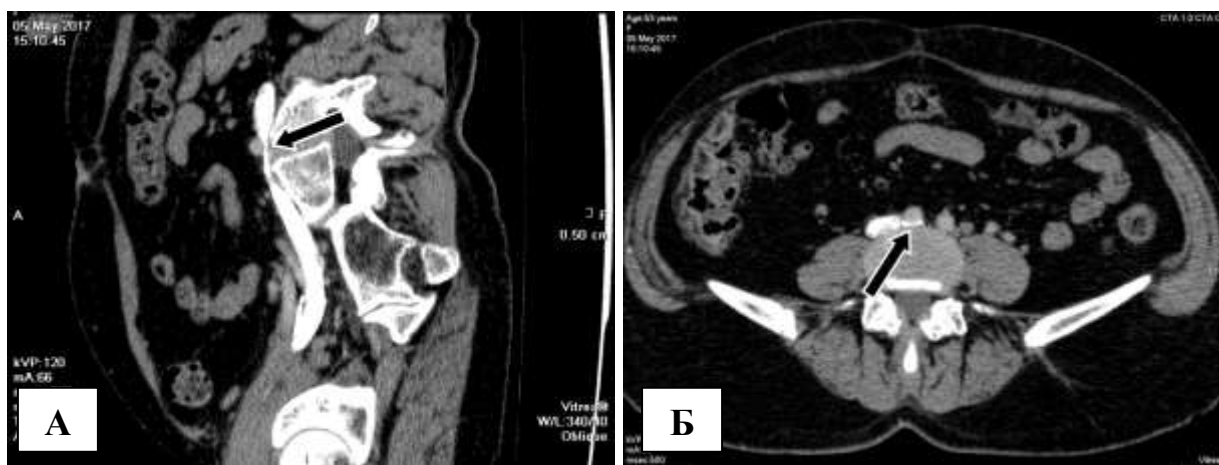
Компьютерная томограмма экстравазальной компрессии левой ОПВ (указано стрелками): А – сагиттальная проекция; Б – аксиальная проекция.
